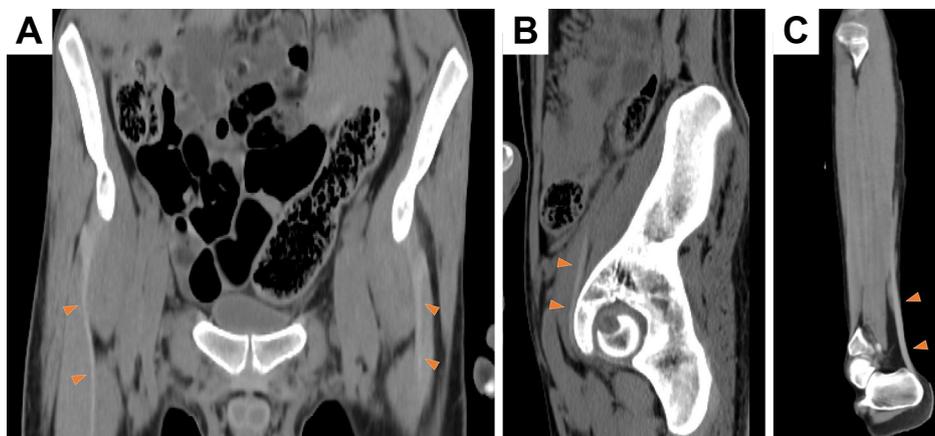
Abdominal and leg CT on admission.
